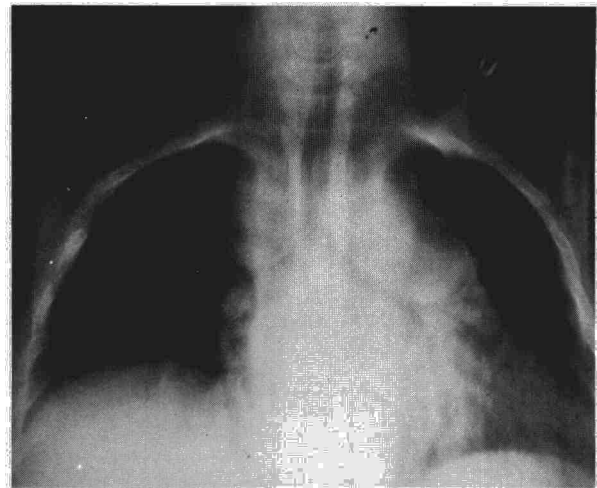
Lipomatosis consecutiva a terapéutica con corticoides; la tomografía muestra estenosis y desplazamiento bronquiales.
